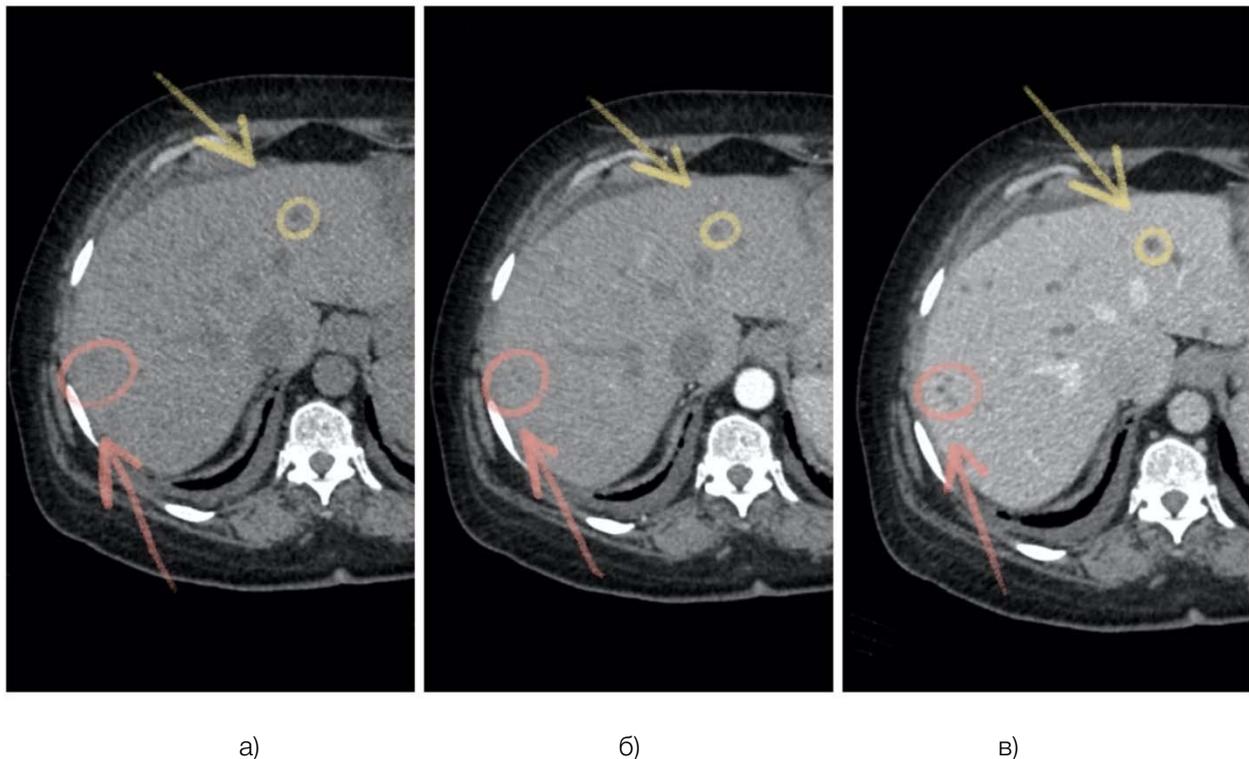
КТ брюшной полости с болюсным контрастированием, аксиальная плоскость, мягкотканое «окно». Определяются множественные округлые гиподенсные зоны в нативную фазу, при контрастировании определяется паттерн «двойной мишени» – гиперденсивный ободок, который сохраняется также и в отсроченной фазе: а – нативная фаза; б – артериальная фаза; в – венозная фаза
